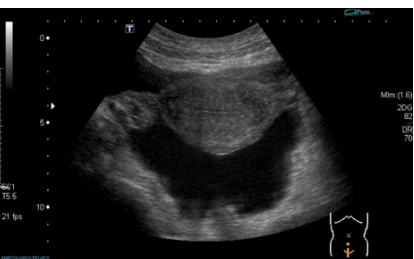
Ultrasonido pélvico con evidencia de líquido libre en cavidad
